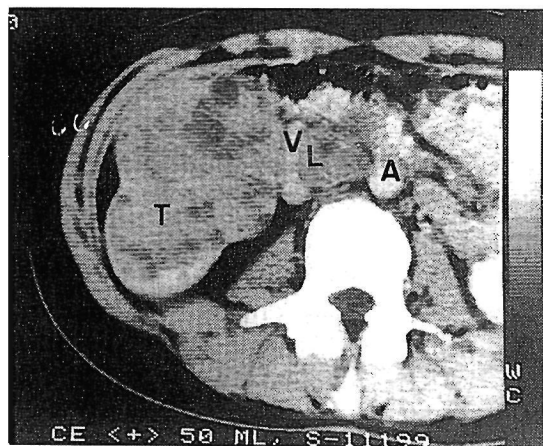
CT scan shows a huge right renal mass (T) and enlargement of metastatic lymph nodes (L) between the aorta (A) and the vena cava (V).
